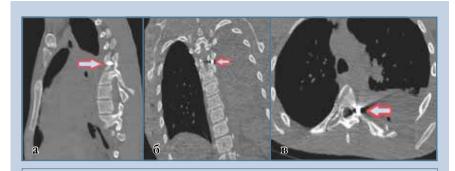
КТ пациента Б., 21 года, металлический осколок находится в области левого фораминального отверстия: \mathbf{a} — сагиттальная проекция, $\mathbf{6}$ — коронарная проекция, \mathbf{b} — аксиальная проекция
